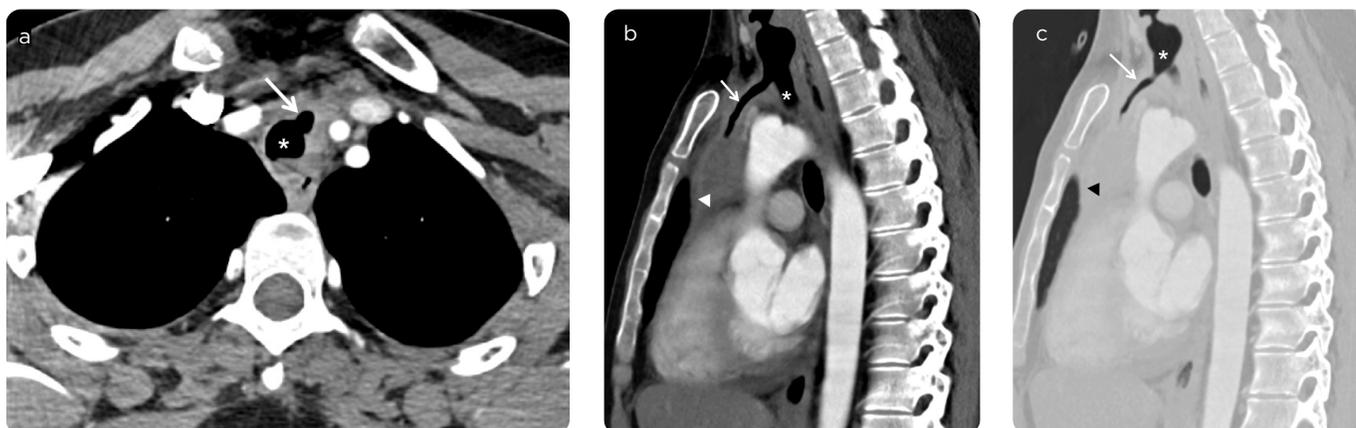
TAC de tórax con medio de contraste, cortes a) axial en ventana de tejidos blandos, b) sagital en ventana de tejidos blandos y c) sagital en ventana de pulmón. Se evidencia comunicación anormal o fistula (flecha blanca) entre la tráquea (asterisco) y la masa mediastinal (punta de flecha).
